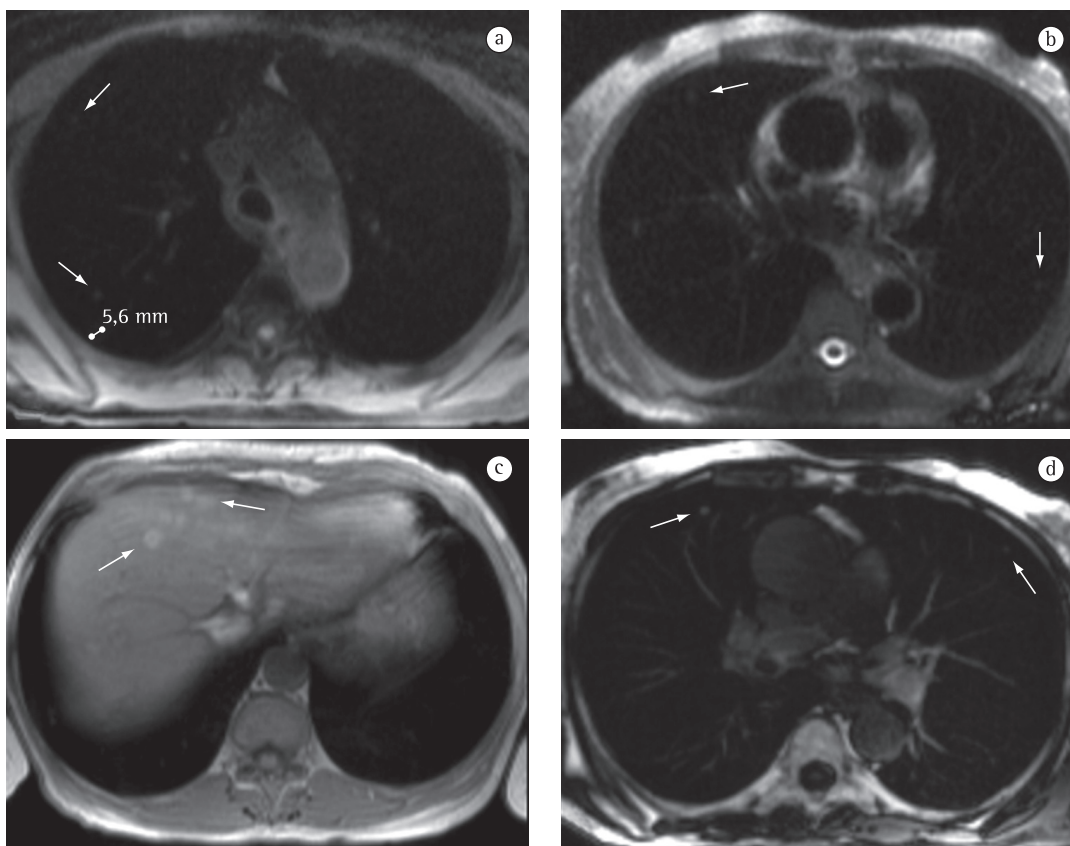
Imagens de ressonância magnética demonstrando metástases de melanoma. Imagens no plano axial, ponderadas em T1 (a e c), T2 (b) e T1 pós-contraste (d). Neste paciente em seguimento por melanoma maligno cutâneo, podemos identificar vários pequenos nódulos pulmonares periféricos, com sinal intermediário em T1 e T2 (setas em a e b), alguns até menores que 5 mm (nódulo de referência medido em a). O contraste facilita a identificação e a definição dos nódulos (setas em d). Há ainda metástases hepáticas com hipersinal T1 (setas em c) devido à presença de melanina.
